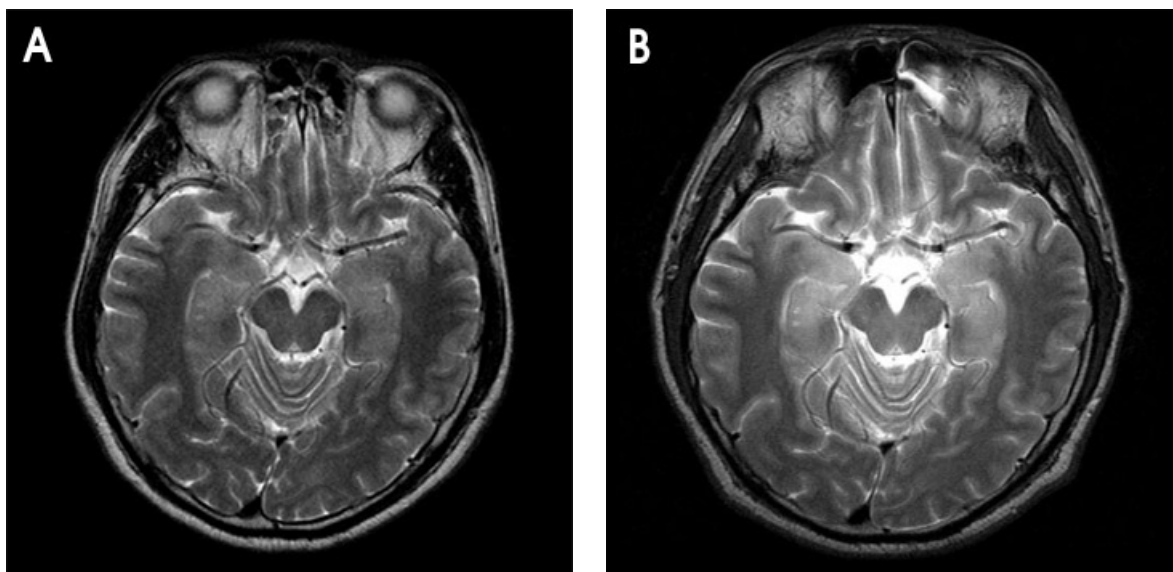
A T2 weighted MR axial image performed on the first hospital day. (A) shows no abnormal findings. However, a follow-up MRI 3 weeks later, (B) shows an abnormal high signal intensities seen in both temporal area.
